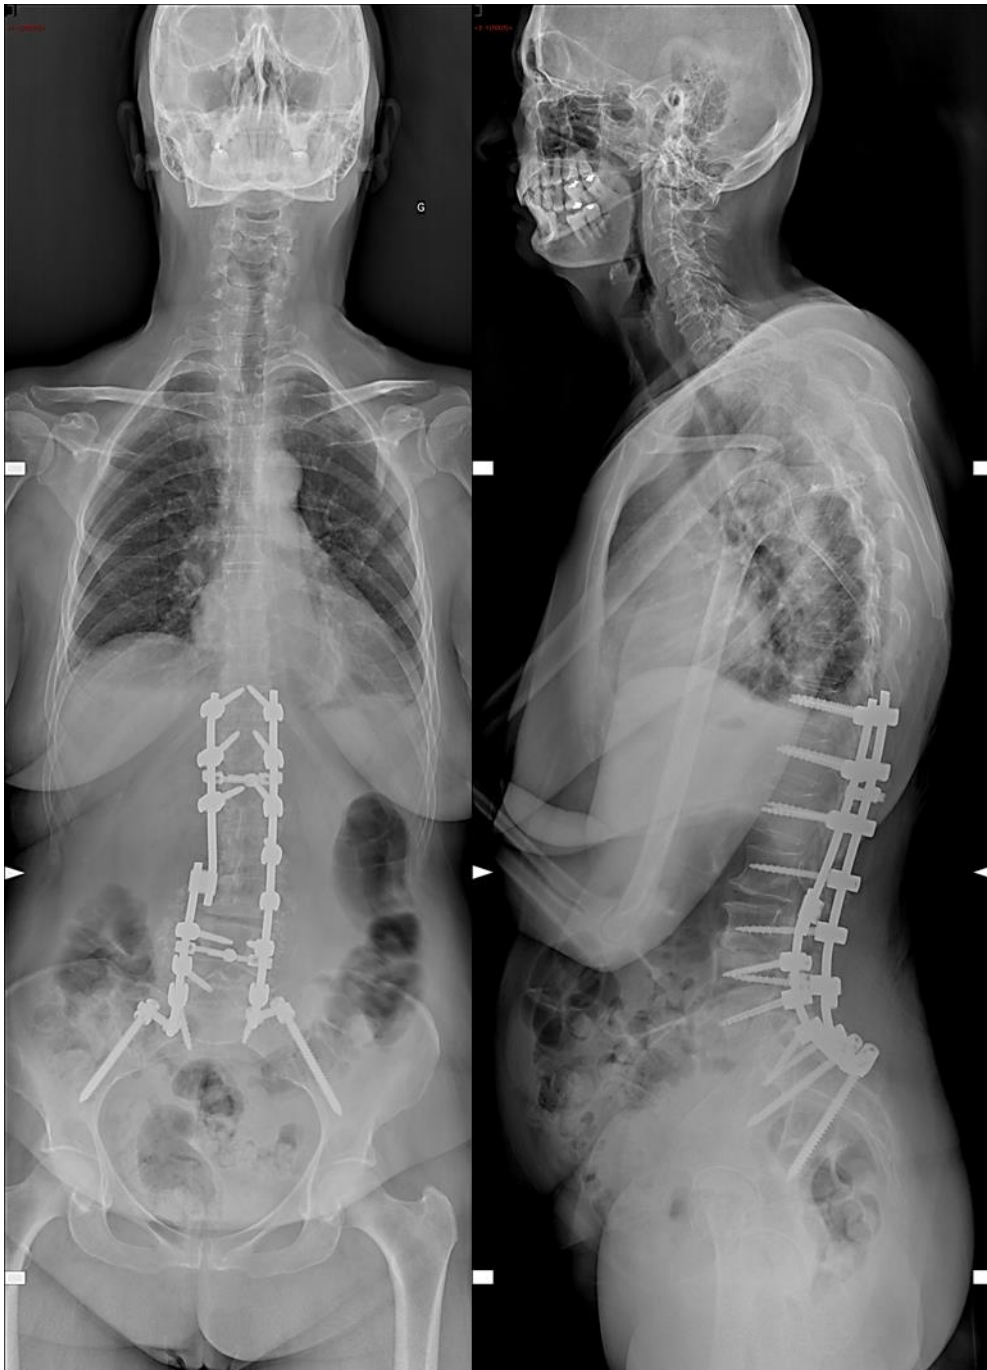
Radiographie de face et de profil d'une patiente avec une correction-fusion T11-iliaque.
